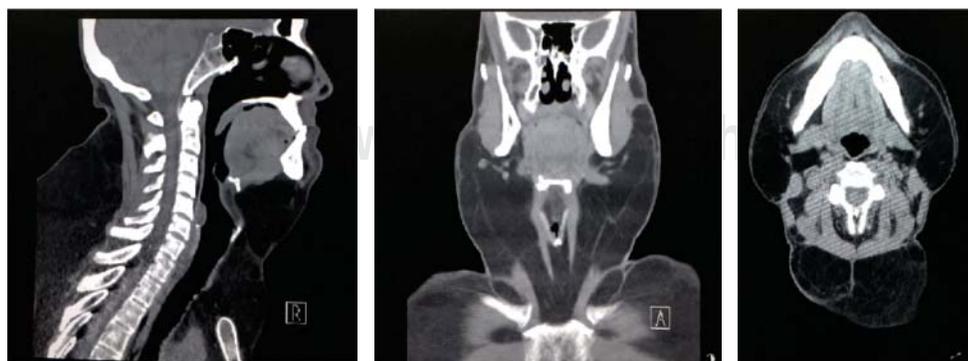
Tomografía axial computada de cuello en donde se observan acúmulos grasos en región cervical característicos de la enfermedad de Madelung y su relación con la vía aérea.
